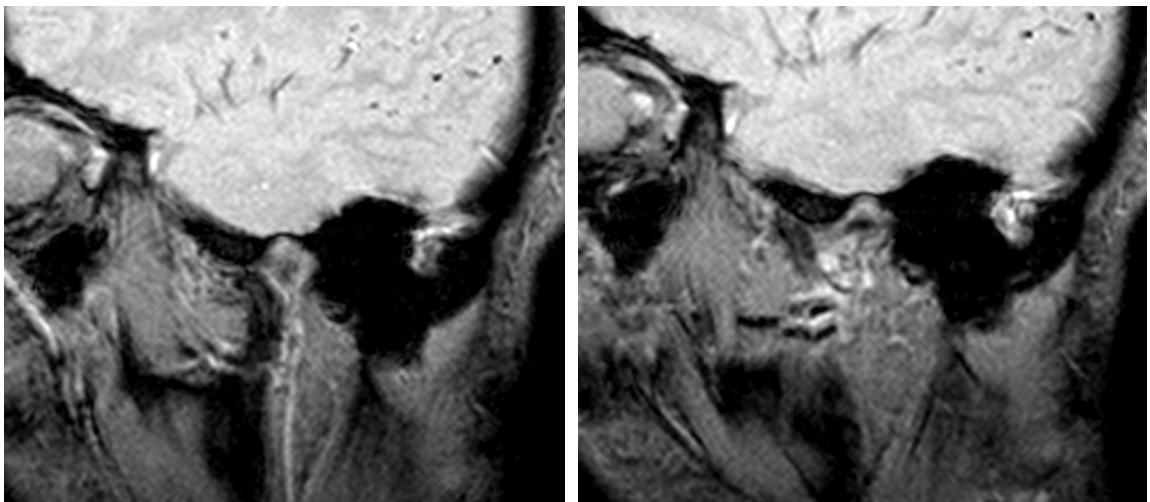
Скриншоты МРТ правого ВНЧС в процессе открывания рта
